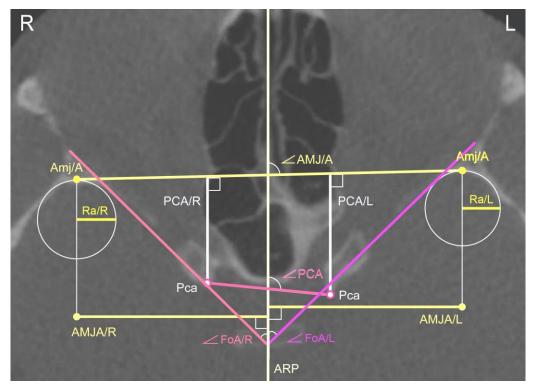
КЛК-томограмма в аксиальной проекции на уровне точки Рса: референтная линия ARP; длина (AMJA) и положение (угол AMJ/A) больших крыльев; ширина больших крыльев (PCA); форма (Ra) и положение (угол FoA) больших крыльев (справа —, слева —); положение передних наклоненных отростков (угол PCA); L – левая сторона; R – правая сторона
